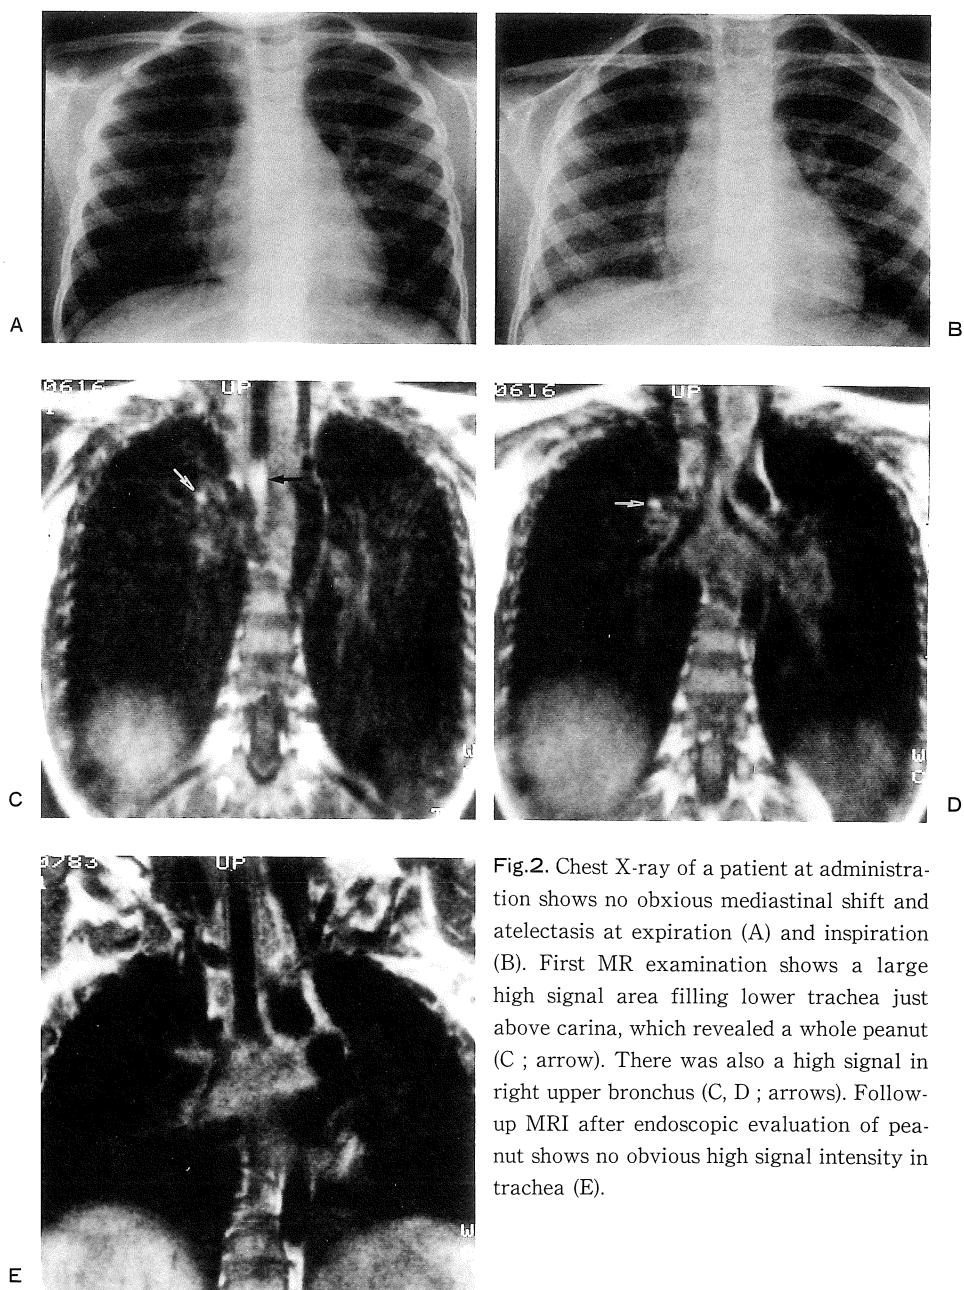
Chest X-ray of a patient at administration shows no obvious mediastinal shift and atelectasis at expiration (A) and inspiration (B). First MR examination shows a large high signal area filling lower trachea just above carina, which revealed a whole peanut (C ; arrow). There was also a high signal in right upper bronchus (C, D ; arrows). Follow-up MRI after endoscopic evaluation of peanut shows no obvious high signal intensity in trachea (E).
